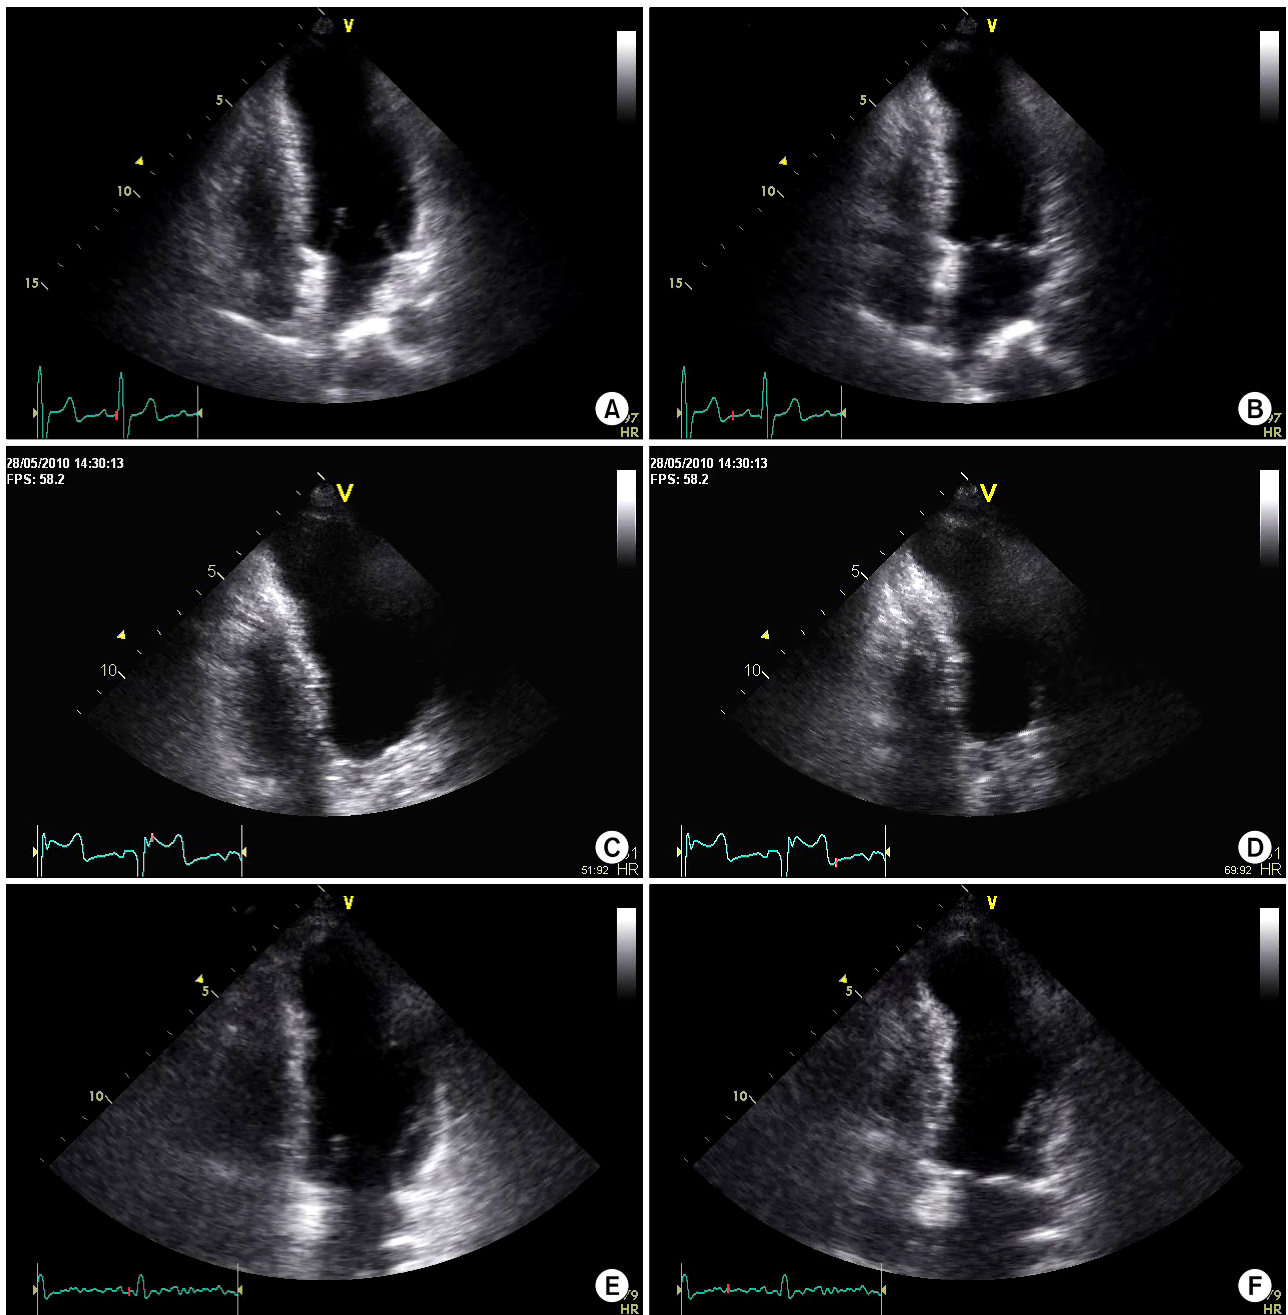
Transthoracic echocardiography during the diastole (A), systole at first admission (B), during the diastole (C), systole (D) after 3-year Follow-up, during the diastole (E), systole (F) after 5-year Follow-up. It shows basal akinesia at mid to inferior wall with persistent apical ballooning.
